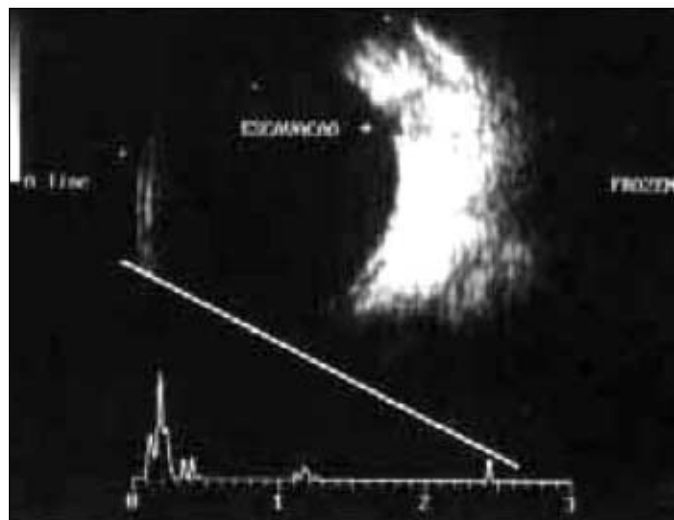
Ecografia do olho esquerdo. Pontos hiperecogênicos móveis, de baixa refletividade sobre o pólo posterior (figura 2)
